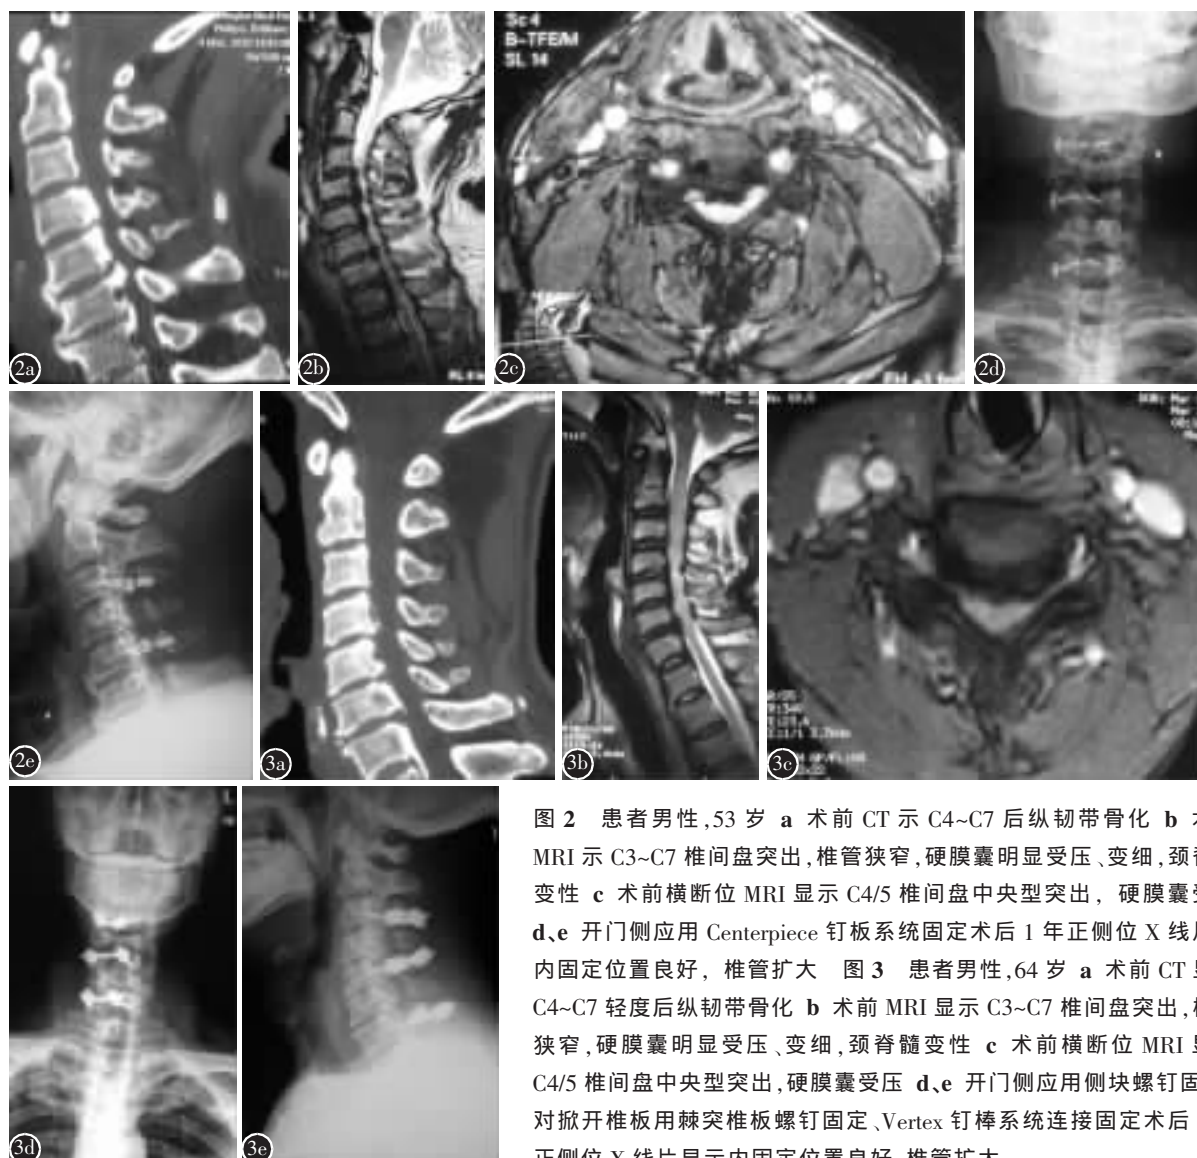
患者男性, 53 岁 a 术前 CT 示 C4~C7 后纵韧带骨化 b 术前 MRI 示 C3~C7 椎间盘突出, 椎管狭窄, 硬膜囊明显受压、变细, 颈脊髓变性 c 术前横断位 MRI 显示 C4/5 椎间盘中央型突出, 硬膜囊受压 d、e 开门侧应用 Centerpiece 钉板系统固定术后 1 年正侧位 X 线片示内固定位置良好, 椎管扩大 图 3 患者男性, 64 岁 a 术前 CT 显示 C4~C7 轻度后纵韧带骨化 b 术前 MRI 显示 C3~C7 椎间盘突出, 椎管狭窄, 硬膜囊明显受压、变细, 颈脊髓变性 c 术前横断位 MRI 显示 C4/5 椎间盘中央型突出, 硬膜囊受压 d、e 开门侧应用侧块螺钉固定、对掀开椎板用棘突椎板螺钉固定、Vertex 钉棒系统连接固定术后 1 年正侧位 X 线片显示内固定位置良好, 椎管扩大
